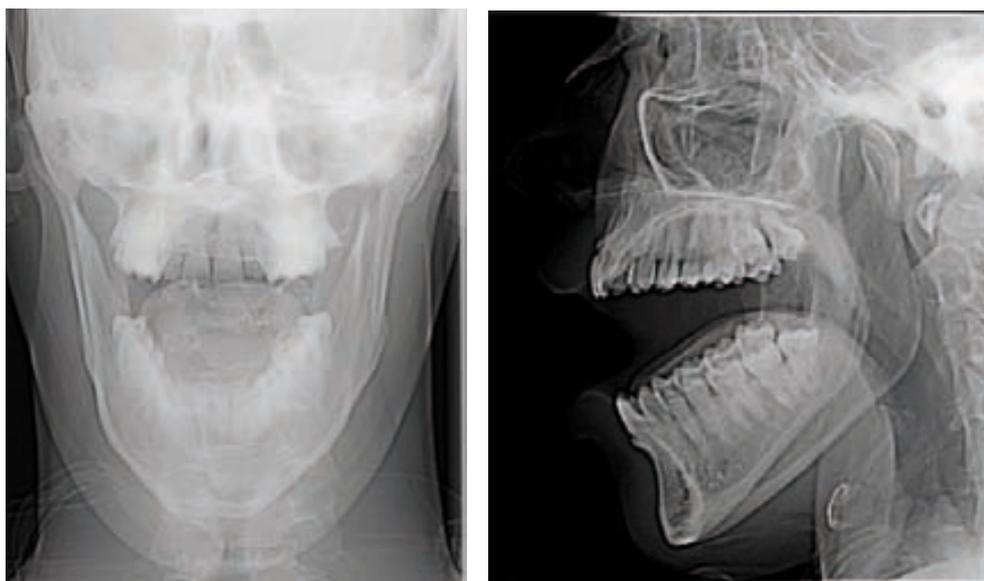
Radiografía frontal y de perfil craneal en paciente con luxación de la articulación temporomandibular
